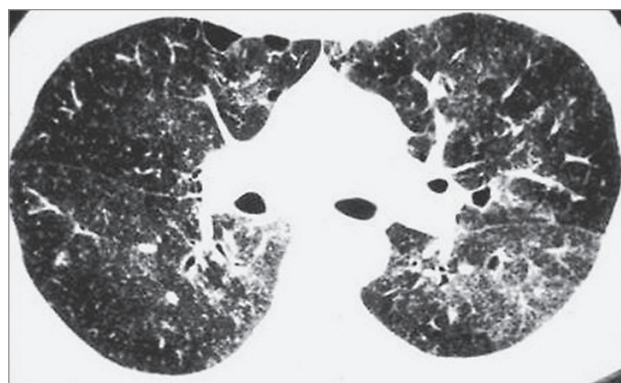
Криптогенная пневмония с бронхоэктазами. Компьютерная томография
